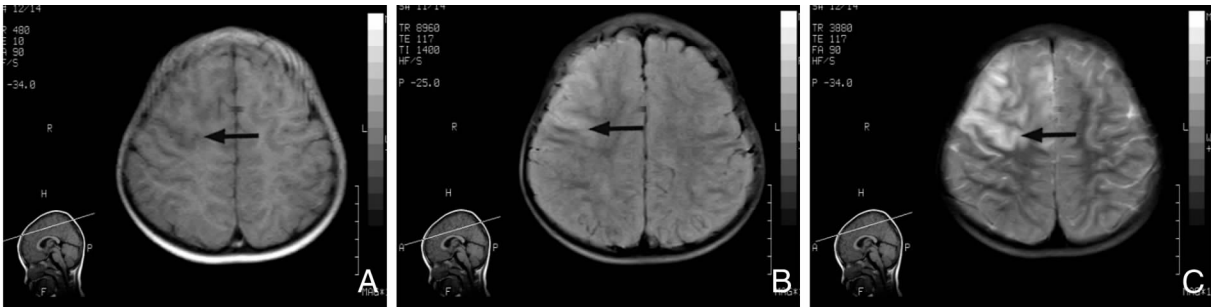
头颅 MRI A(T1WI): 箭头示右额顶叶皮层及皮层下可见斑片状稍长 T1 信号影,局部脑沟变窄,灰白质分界消失; B(FLAIR 序列): 箭头示病灶呈高信号影; C(T2W2): 箭头示右额叶皮层及皮层下长 T2 信号影。
